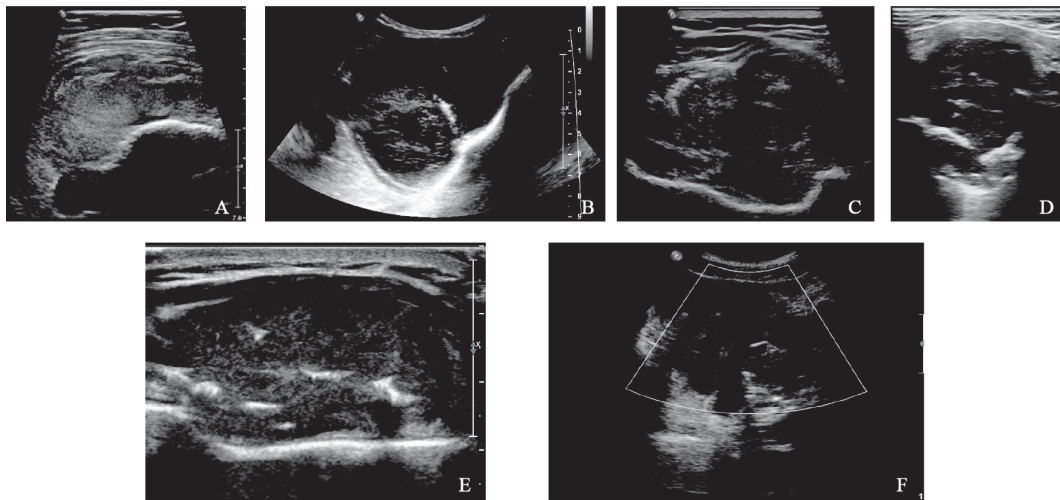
软骨肉瘤二维超声及彩色多普勒血流成像声像图表现
